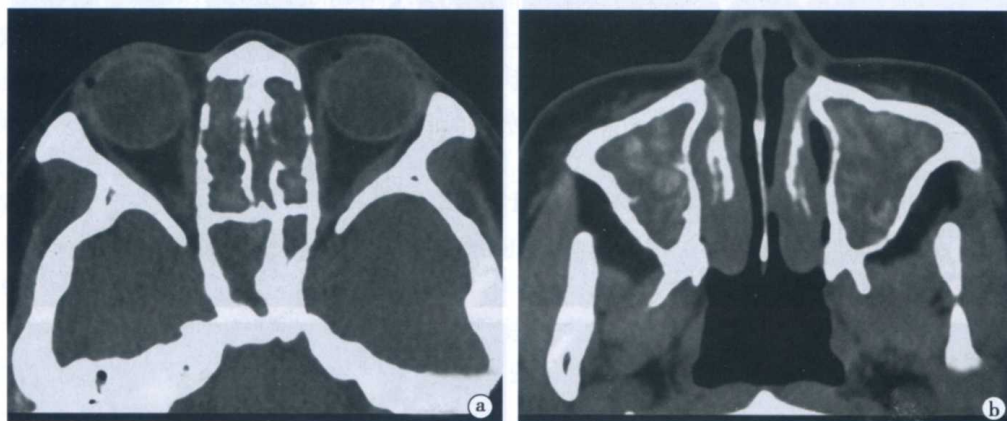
双侧鼻窦变应性真菌性鼻窦炎 CT 表现
